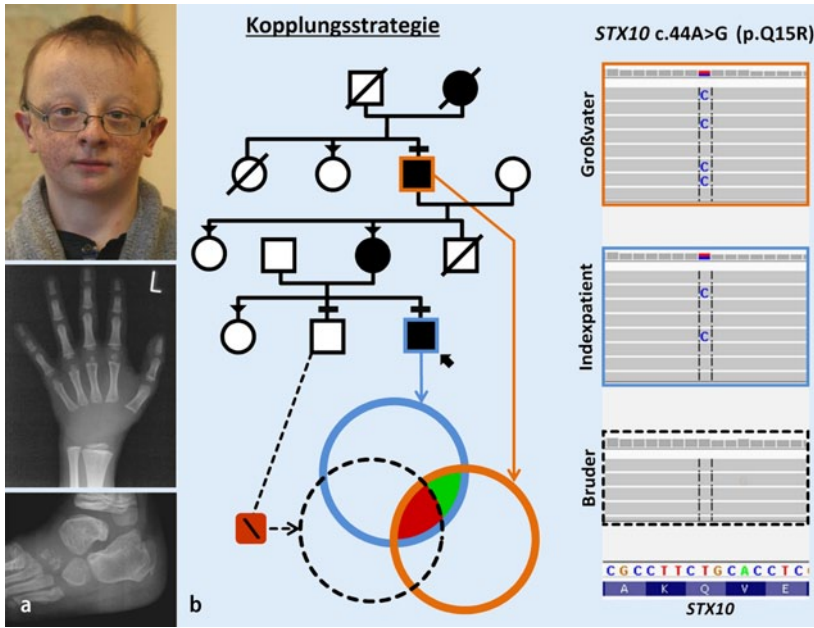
▲ Heterozygote Missense-Mutation, c.44A>G (p.Q15R), im *STX10*-Gen bei 3 in einer Familie Betroffenen mit einem unklaren Krankheitsbild. a Der Indexpatient zeigt im Alter von 14 Jahren eine Hypotrichose und Sommersprossen (Foto oben). Auf der Röntgenaufnahme der linken Hand im Alter von 8 Jahren sind flache Epiphysen und nichtossifizierte Handwurzelknochen zu erkennen (Mitte). Auch im Alter von 13 Jahren ist die Ossifizierung der Fußwurzelknochen noch deutlich verzögert (unten). b Kopplungsstrategie nach Exomsequenzierung. Die Filterung wurde, einem autosomal-dominanten Erbgang folgend, so durchgeführt, dass der Indexpatient und dessen betroffener Großvater gemeinsame heterozygote Varianten aufweisen, die jedoch nicht beim gesunden Bruder des Indexpatienten vorliegen. Die Balken über den Stammbaumsymbolen kennzeichnen Personen, bei denen eine Exomsequenzierung durchgeführt wurde. Die Kreise unterhalb des Stammbaumes repräsentieren die durch Exomsequenzierung identifizierte Varianten (farbige Kreise entsprechen den Varianten bei den Betroffenen; der gestrichelte Kreis entspricht Varianten beim gesunden Bruder des Indexpatienten). Die Dreiecke über den Stammbaumsymbolen markieren Personen, von denen DNA für eine Segregationsanalyse mittels Sanger-Sequenzierung zur Verfügung stand. \ Differenzmenge, rote Fläche durch Differenzmengenbildung ausgeschlossene Varianten, grüne Fläche finale Filterergebnisse (putativ pathogene Sequenzvarianten). Die heterozygote c.44A>G-Mutation (p.Q15R) im *STX10*-Gen aus der Exomsequenzierung ist für den Indexpatienten und seinen betroffenen Großvater mittels Integrative Genomics Viewer (IGV) visualisiert (rechts von den Stammbaumsymbolen), wohingegen der gesunde Bruder die Wildtypsequenz zeigt (rechts). Dargestellt sind die revers-komplementäre Nukleotidsequenz sowie die reverse Aminosäuresequenz (Wildtyp) im 1-Buchstaben-Code
